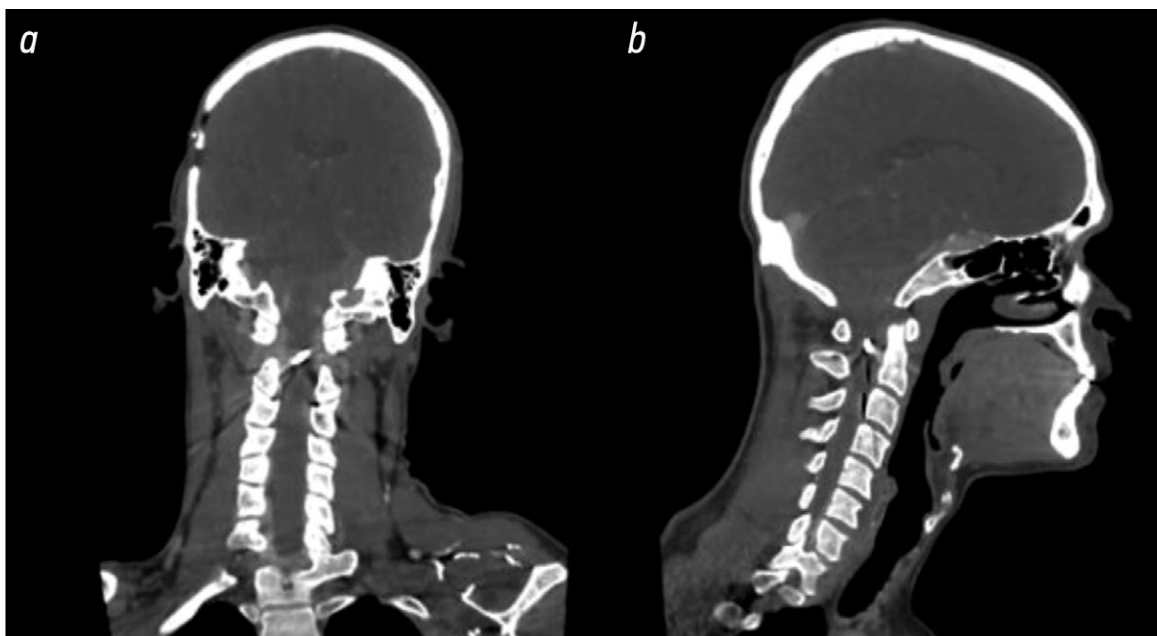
Результаты компьютерной томографии без контрастного усиления в коронарной (*a*) и сагиттальной (*b*) плоскостях: кончик отвёртки находится внутри позвоночного канала и проникает в верхние отделы спинного мозга.
